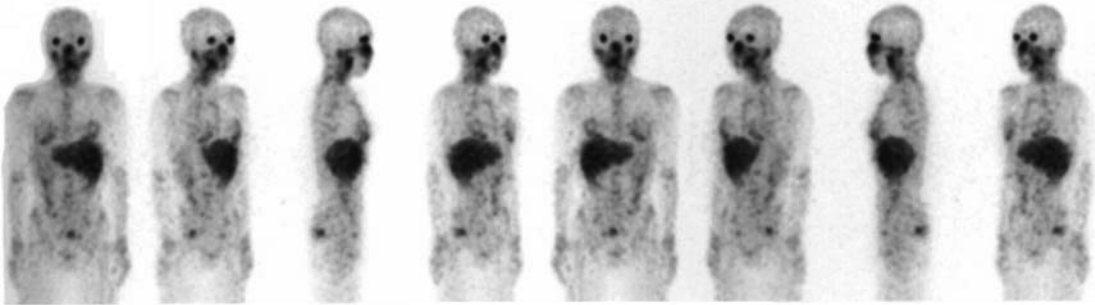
全身 SPECT MIP image（本来出力数に基準はないが，8方向は必要．シネ画像が参照できればよい．）
